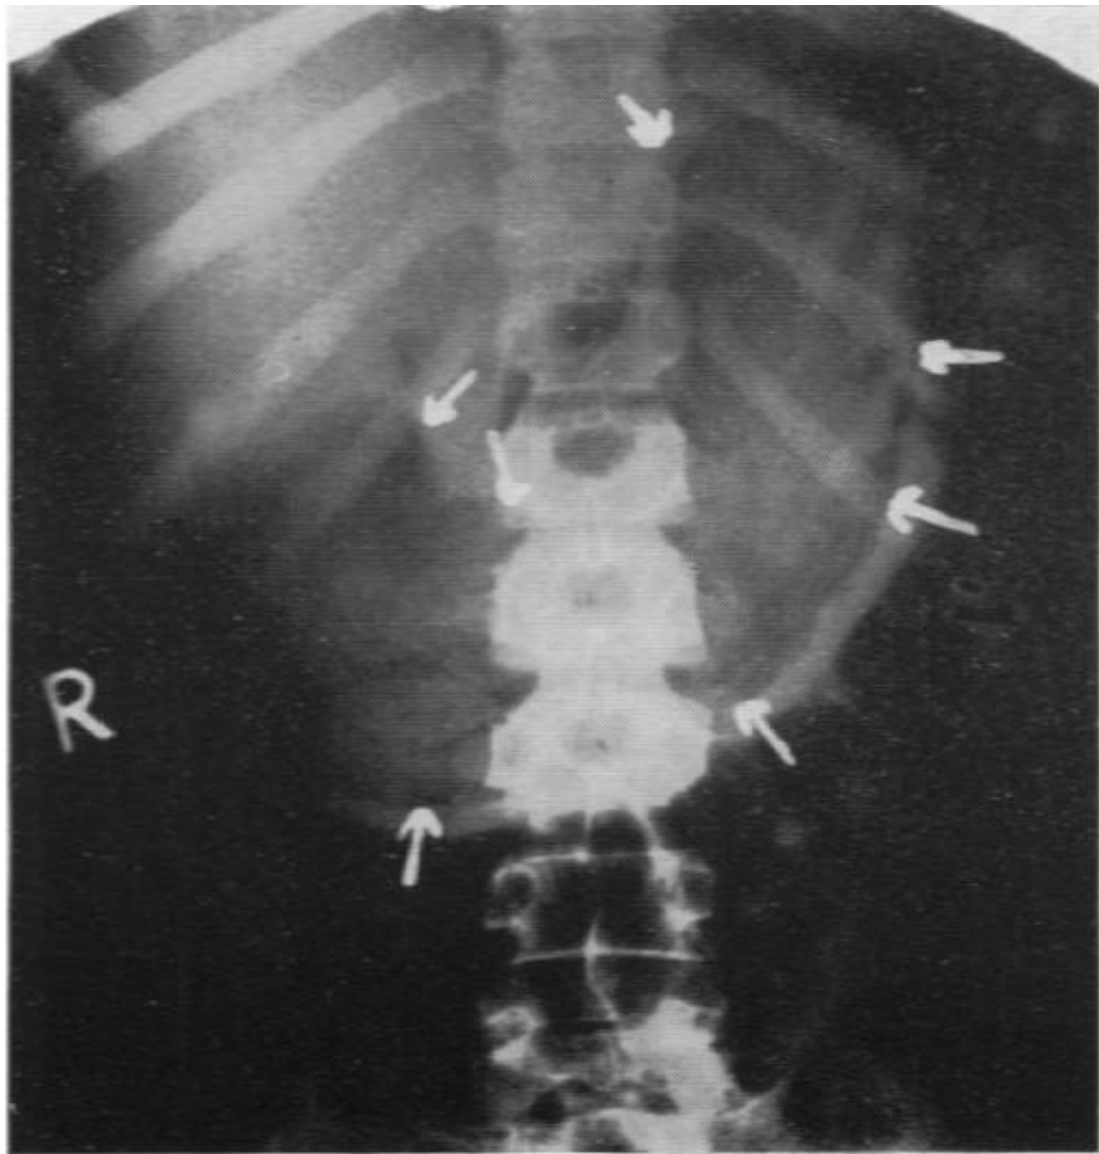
Plain film of the abdomen. The stomach is outlined by the mass.
